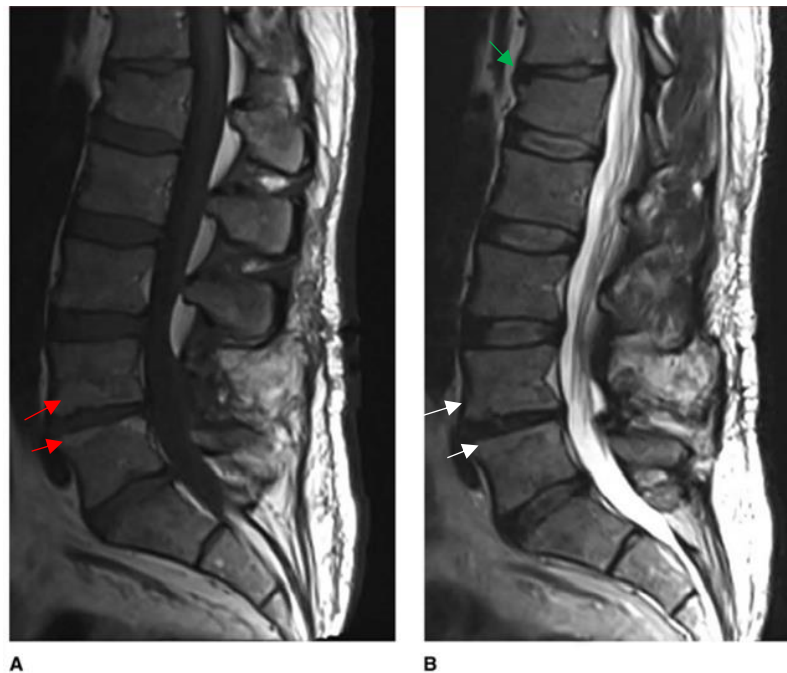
RM lumbar, sagital, que muestra EDD en L4-L5 y cambios Modic tipo II en un atleta de 37 años. (A) RM potenciada en T1 que muestra aumento señal en los CV L4-L5 (flechas rojas). (B) RM potenciada en T2 que muestra aumento de señal en los CV L4-L5 (flechas blancas). (A) y (B) Se aprecia además una disminución de altura anterior en el CV de L1 (flecha verde). Modificado de Hsu y Jenkins. J Am Acad Orthop Surg 2017 (1).
